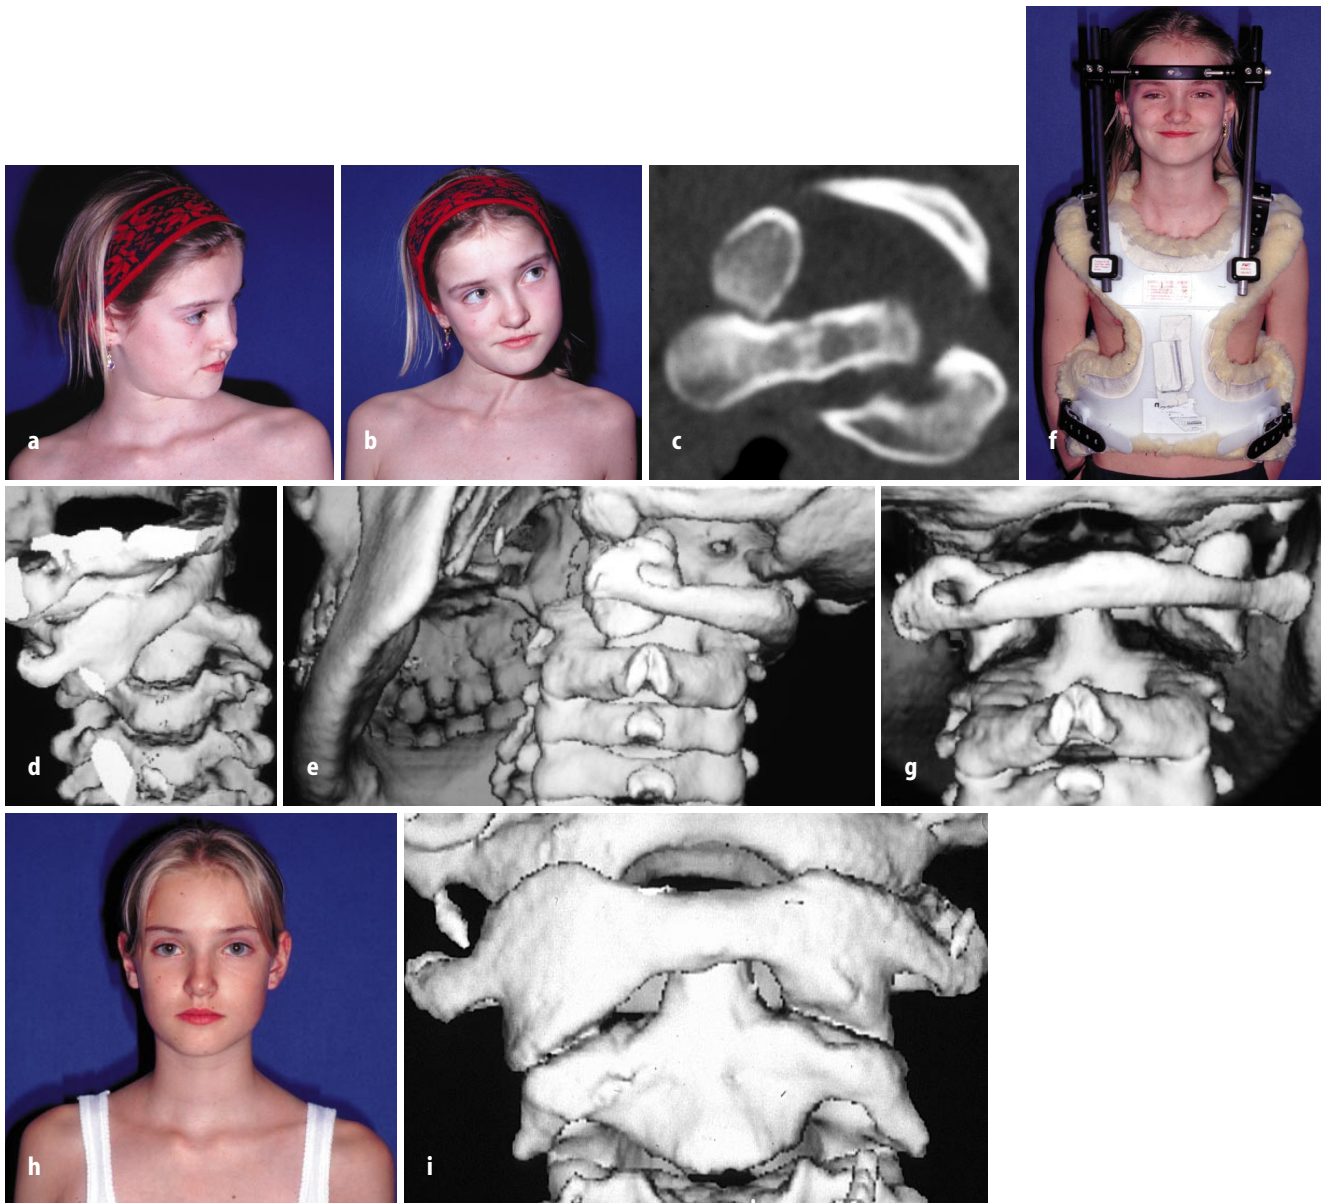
i ▲ Konservative Behandlung einer veralteten Rotationsluxation C1/C2. a, b 11-jähriges Mädchen 9 Wochen nach „spontaner“ Rotationsluxation, die zunächst als Schiefhals behandelt worden war. Kopfdrehung nach links nicht bis zur Mittellinie möglich. Man beachte auch den angespannten M. sternocleidomastoideus links als differentialdiagnostisches Zeichen (siehe auch Tabelle 2). Eine flüchtige Episode mit ähnlicher klinischer Ausprägung wurde auf Nachfragen sowohl von unserer Patientin als auch von ihrer Schwester berichtet. c–e Zwei- und dreidimensionale Darstellung. f, g Geschlossener Repositionsversuch mit Hilfe des Halo-Fixateur. Das Kontroll-CT zeigt eine verbesserte Stellung und die (Über-)Distraction der Gelenke. Unter engmaschiger Verlaufskontrolle und verschiedenen Nachkorrekturen Ausbehandlung im Halo-Fixateur. h, i Klinisches und röntgenologisches Ergebnis 1 Jahr und 4 Monate später
